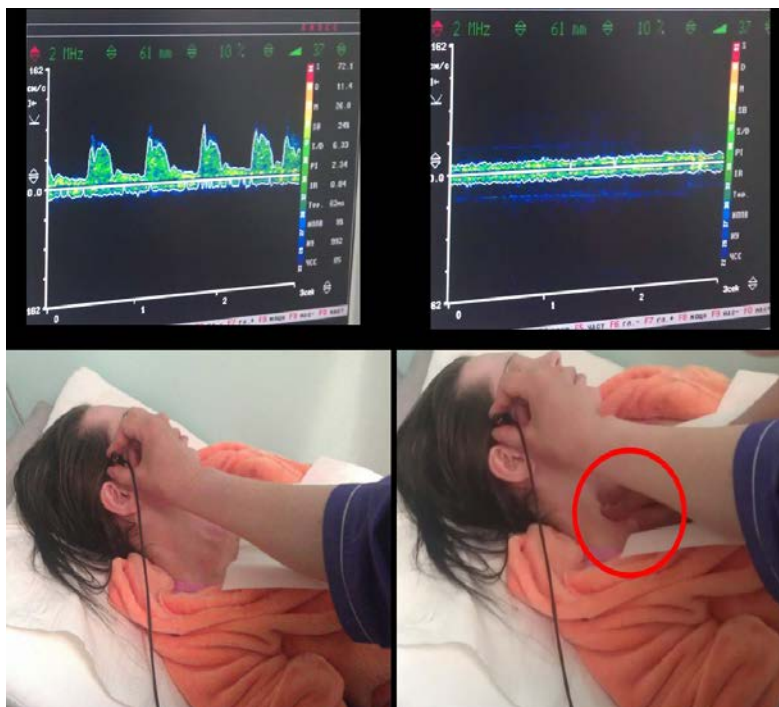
Дооперационная оценка замкнутости Виллизиева круга у больной с хроническим расслоением аорты I типа. При пережатии правой общей сонной артерии (обведено «красным») отмечается значимое снижение кровотока по правой СМА по данным ТКДГ, свидетельствующее о разомкнутости Виллизиева круга и невозможности проведения унилатеральной перфузии.
